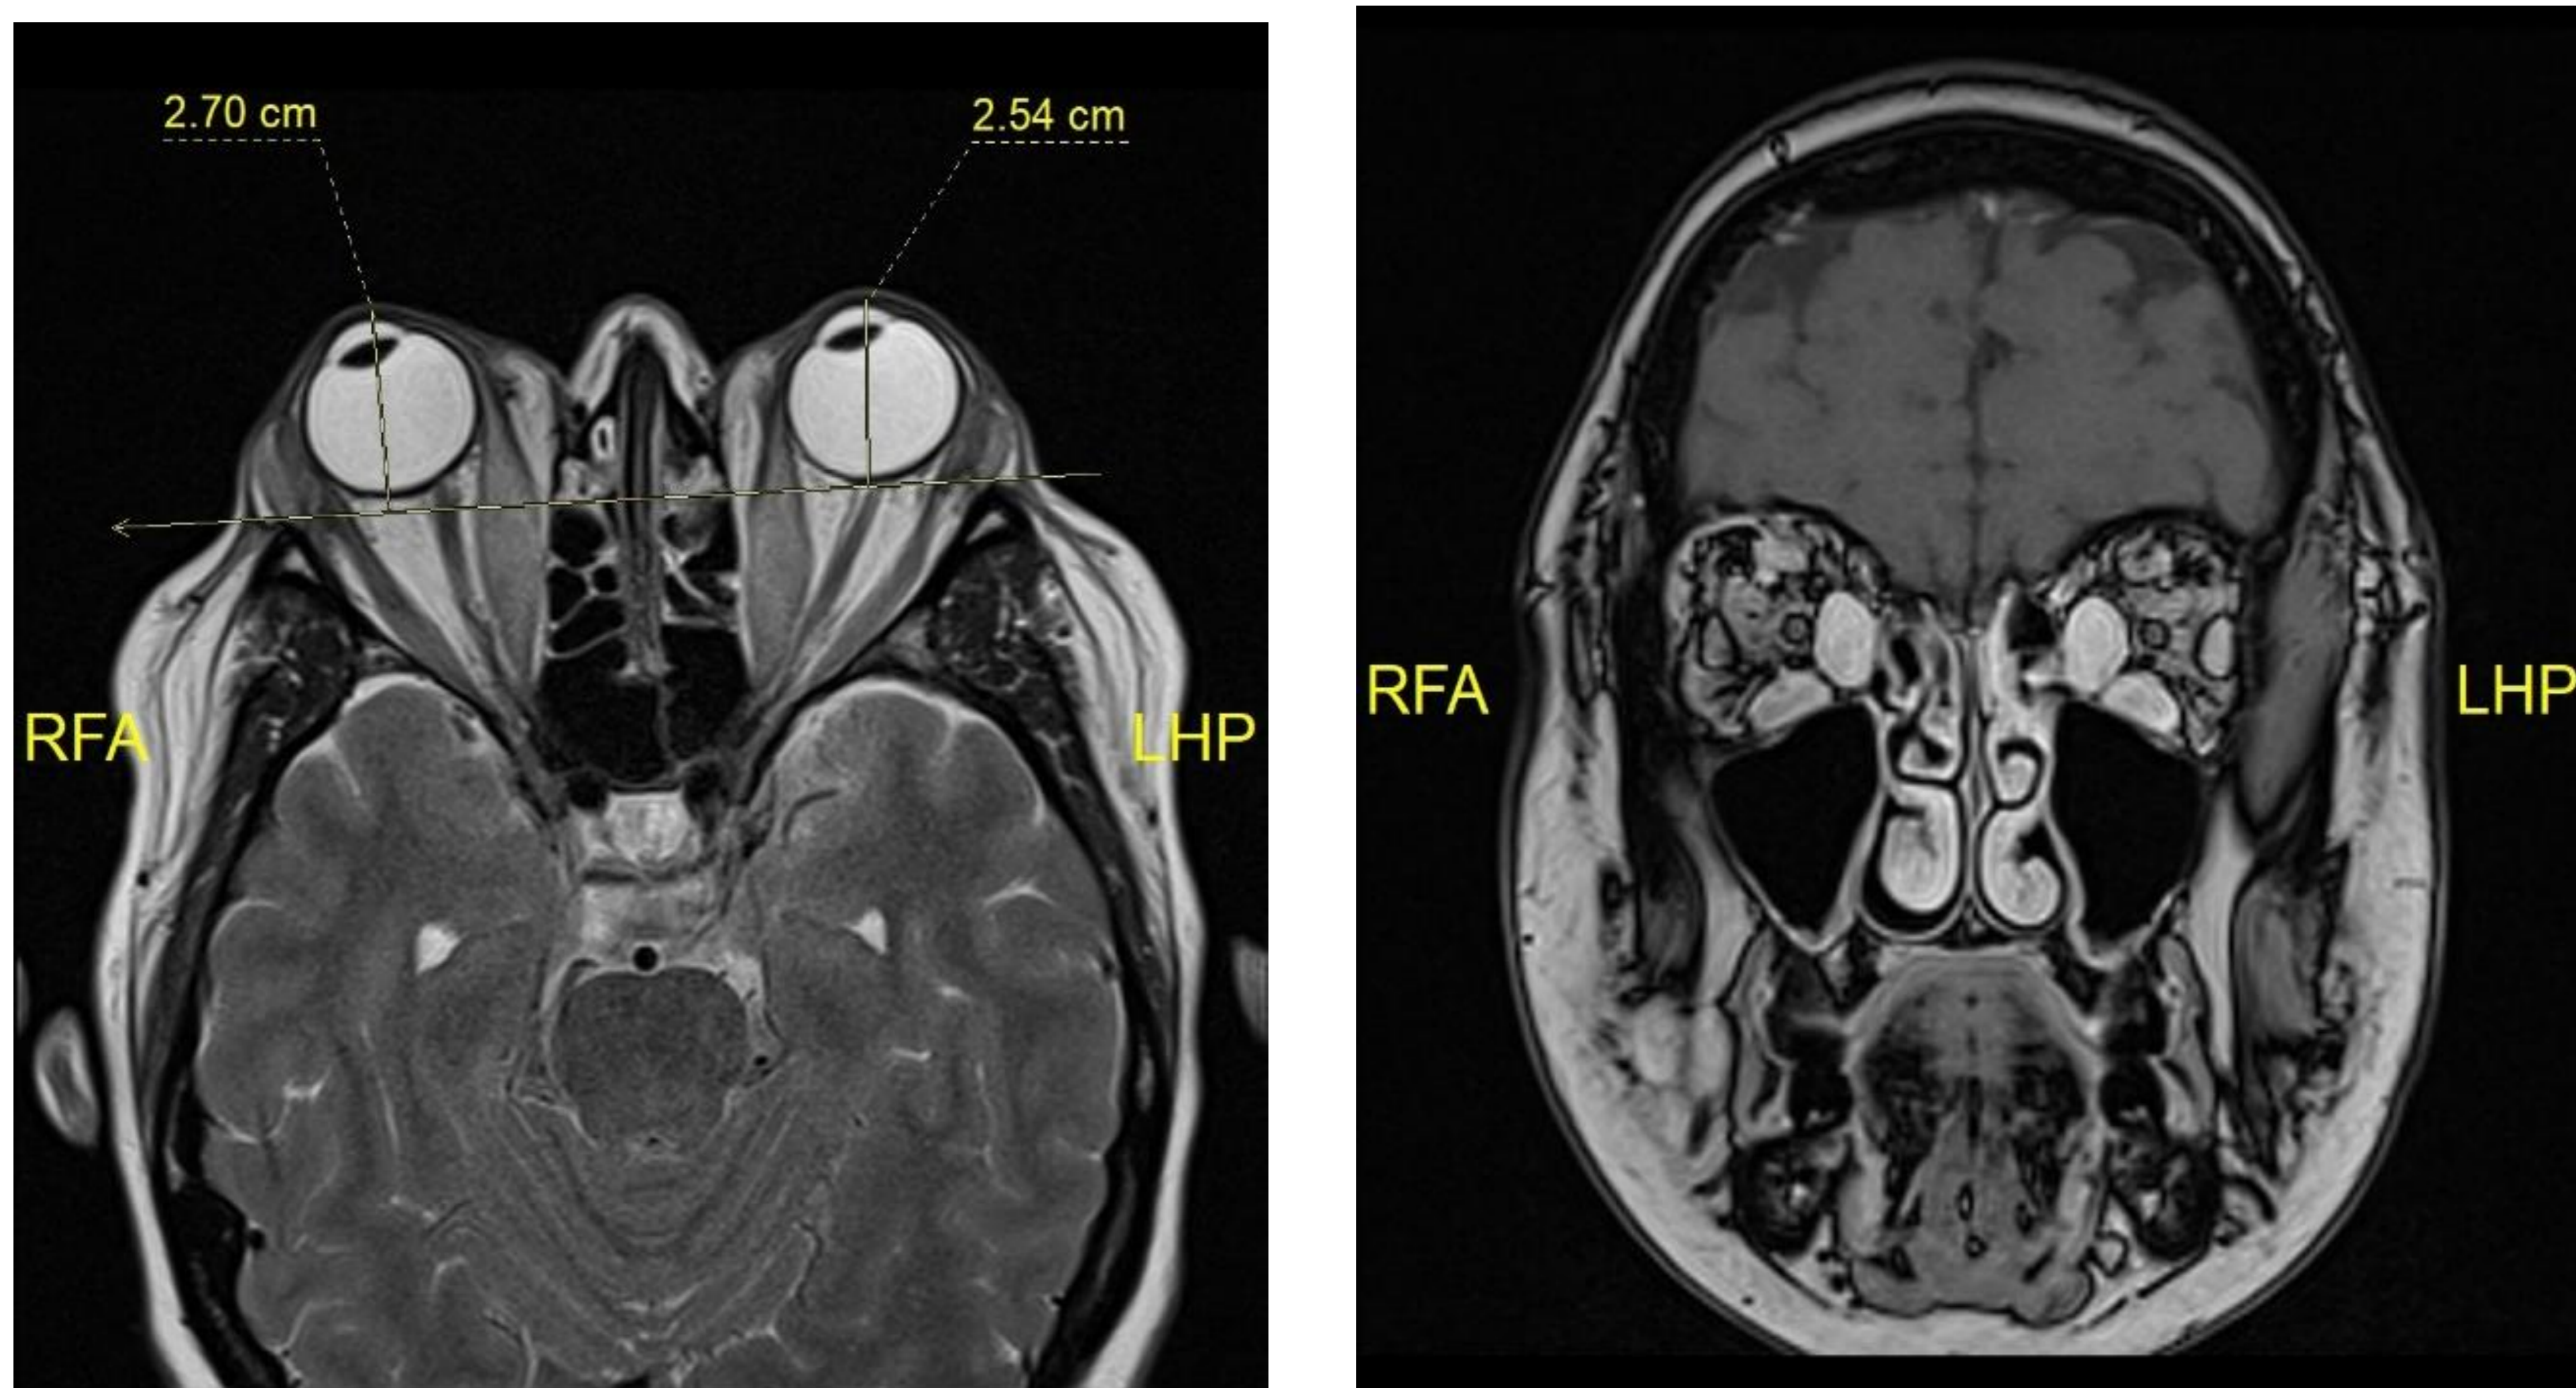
RM secuencia potenciada en T2 Dixon en el plano axial y secuencia T1 Dixon en el plano coronal, en paciente con antecedentes de Enf. de Graves Basedow. Se observa exoftalmos bilateral y marcado engrosamiento de la musculatura extraocular que afecta especialmente a los músculos recto medial e inferior.
